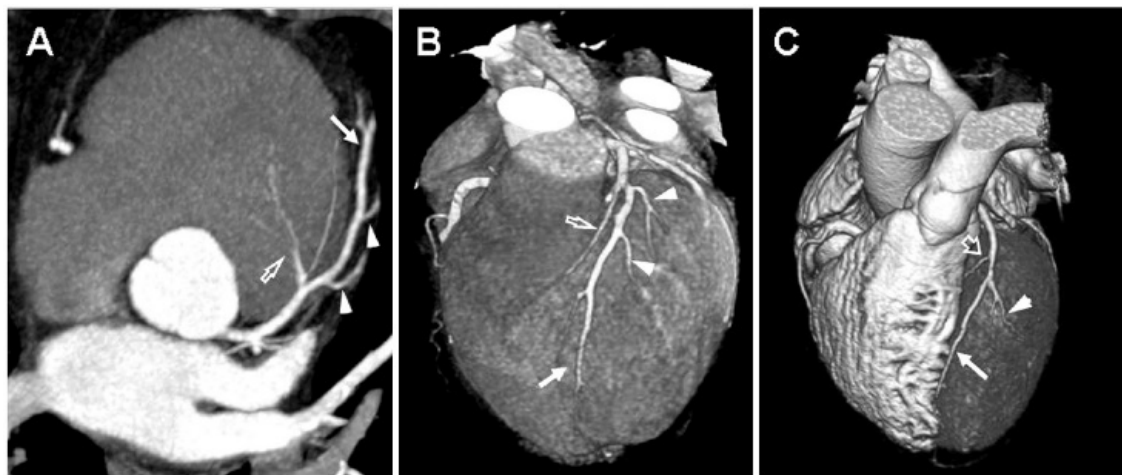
Arteria coronaria descendente anterior. (A) Proyección de máxima intensidad MIP axial oblicua. (B) y (C) Volumen rendering. Arteria descendente anterior (flecha). Ramas diagonales (puntas de flecha). Ramas septales (flechas abiertas). Tomado de: Bastarrika Aleman G et al. "Anatomía normal, variantes anatómicas y anomalías del origen y trayecto de las arterias coronarias por tomografía computarizada multicorte". Radiología. 2008;50:197-206
